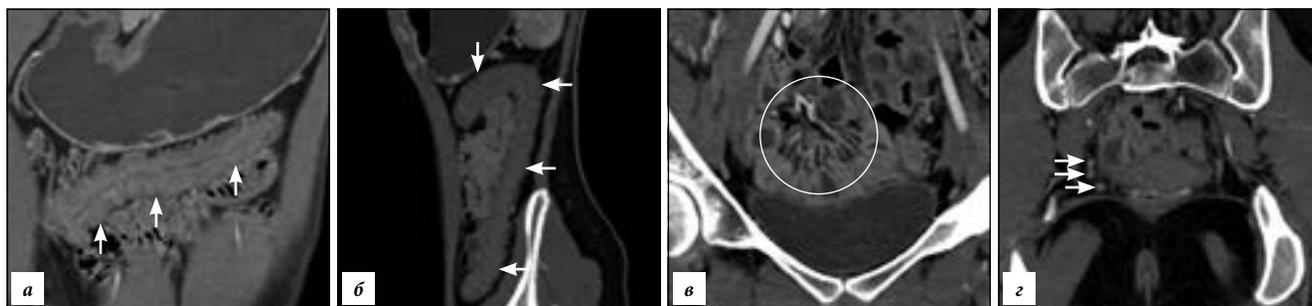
Компьютерная томографическая энтерография (сканы в артериальную фазу):
